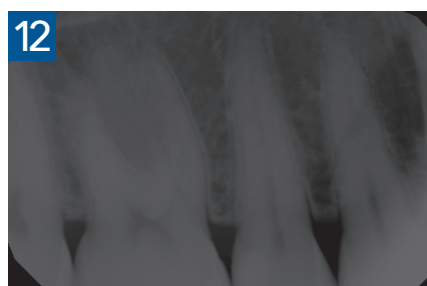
Aspetto radiografico
